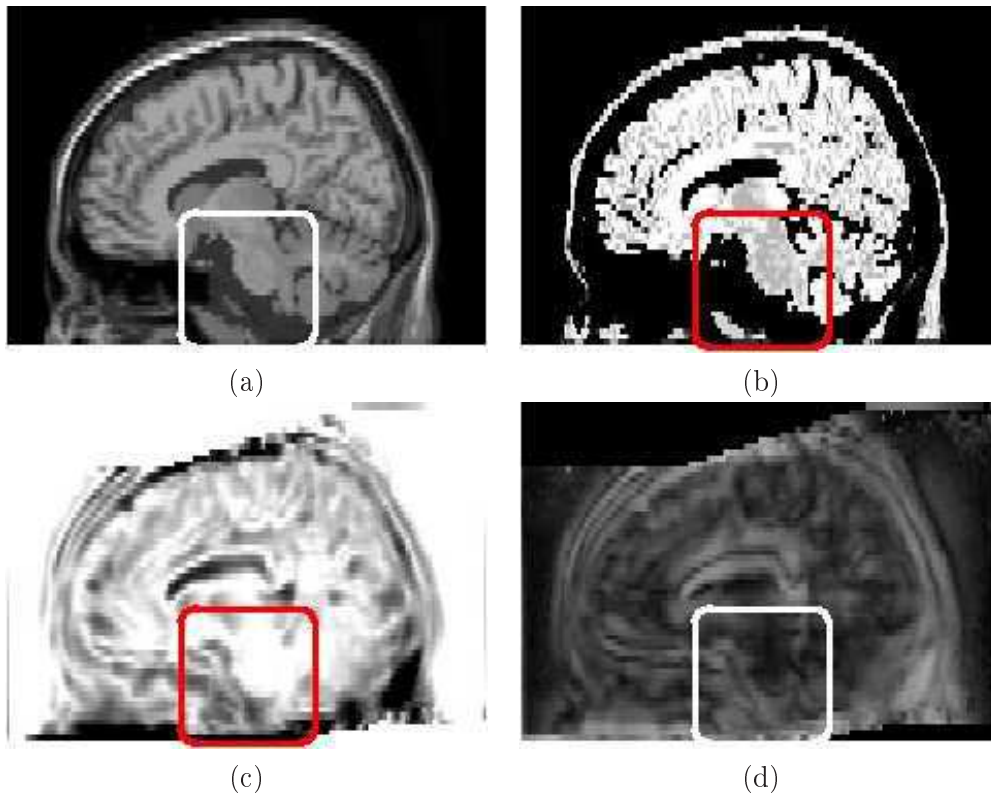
Coupe sagittale des cartes statistiques obtenues. Les cadres montrent le tronc cérébral et la région devant celui-ci comprenant l'artère basilaire. (a) : l'image IRM simulée de l'atlas, les cartes de rigidité heuristique (b) et scalaire (c) obtenue par l'équation (3.3), l'anisotropie fractionnelle (FA : en noir les valeurs de faible anisotropie et en blanc de forte anisotropie) de la carte tensorielle (d) obtenue par l'équation (3.4) (voir texte).
